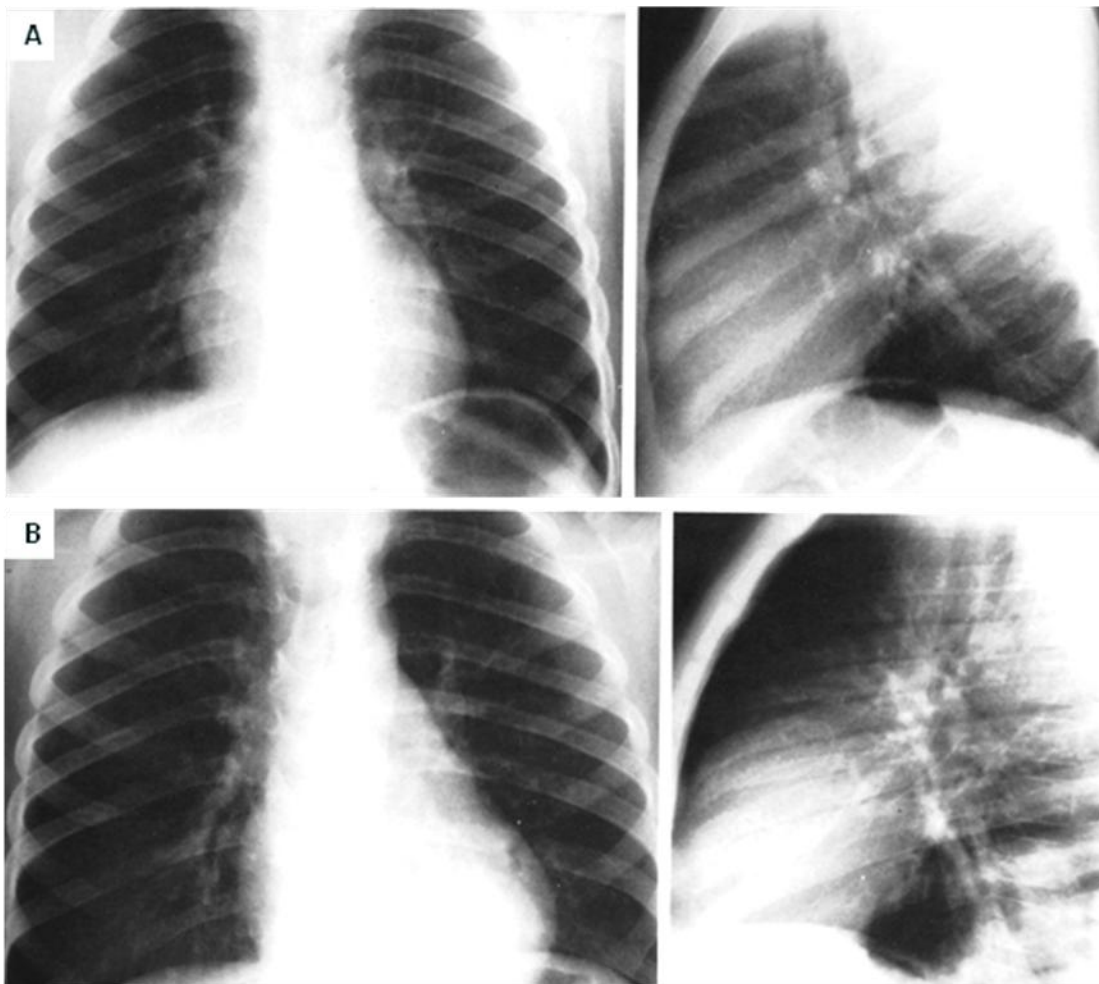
78. A. Radiografía posteroanterior y lateral de tórax normales, la densidad de los cuerpos vertebrales tiende a disminuir al acercarse al diafragma debido a la mayor cantidad de aire en los pulmones en las porciones inferiores del tórax. B. Radiografía posteroanterior y lateral de tórax del mismo paciente de la figura A que desarrollo una neumonía del lóbulo inferior izquierdo detectable por detrás del corazón pero sobre todo en la proyección lateral al contribuir a una mayor densidad de los cuerpos vertebrales inferiores.
